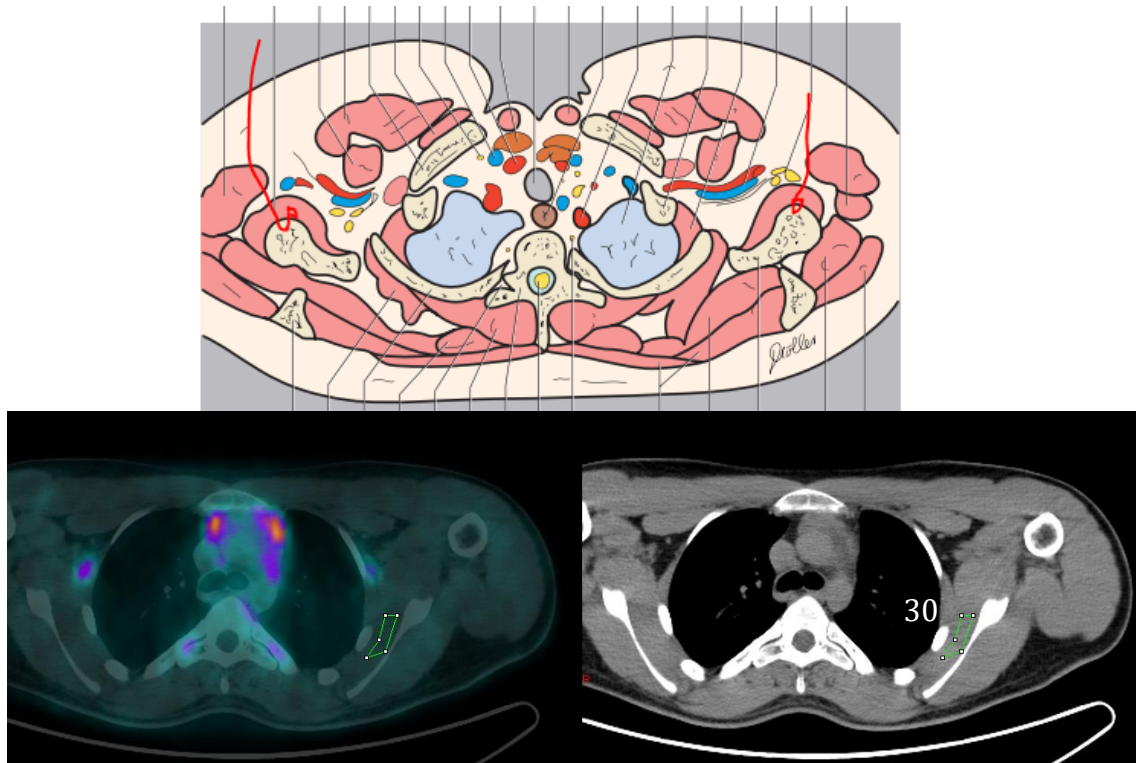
Cuantificación de 18F-FDG en el subescapular
